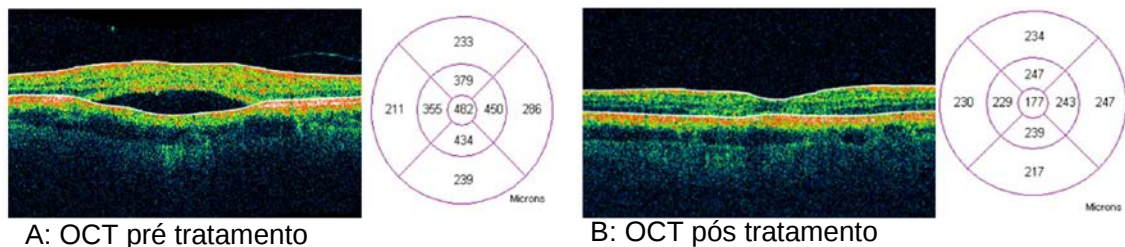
Imagem de tomografia de coerência óptica demonstrando a variação da espessura macular ao longo do tratamento. (A) pré tratamento com radioterapia associada ao bevacizumabe; (B) 36 meses após o tratamento (Fonte: imagem de paciente do grupo de casos deste estudo).
